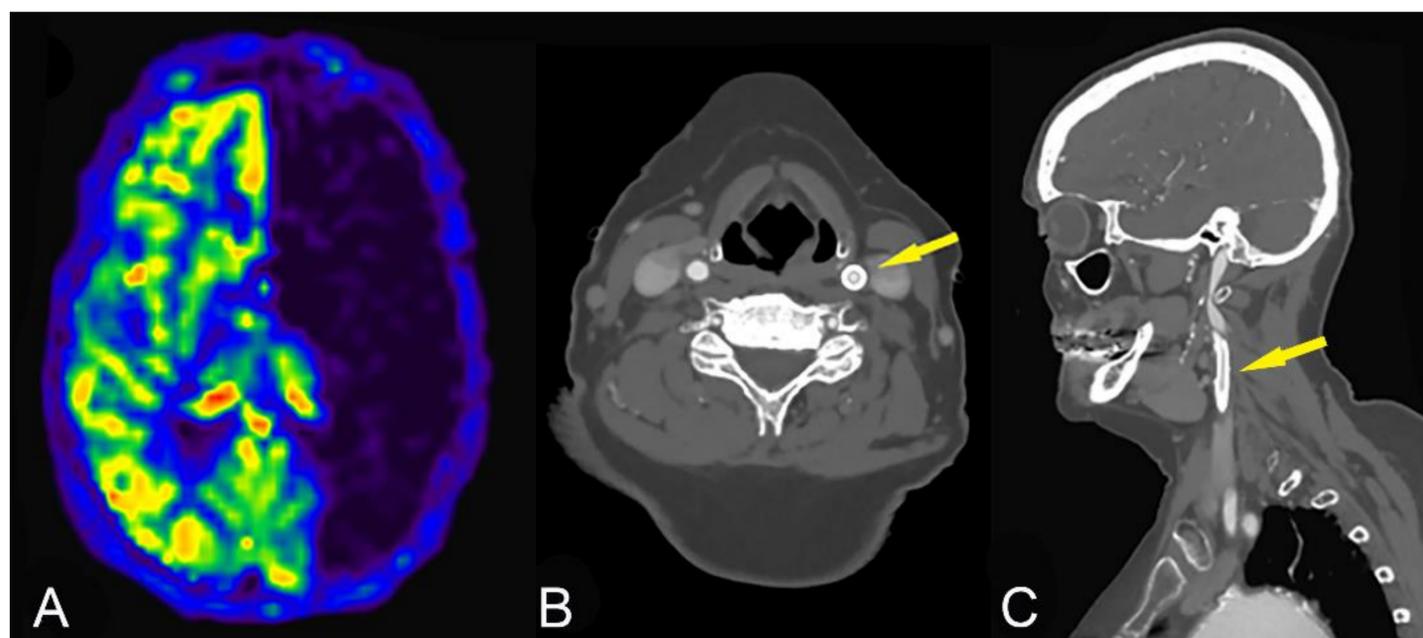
Mujer de 67 años que acudió por código ictus con clínica deficitaria hemisférica derecha, con estudio por TC y angiografía sin hallazgos correlacionables. Se decide completar con RM con secuencia ASL, la cual mostró una falsa hipoperfusión hemisférica izquierda (A). Este *pitfall* fue producido por un fallo en el marcaje, en este caso por la presencia de un stent metálico carotídeo izquierdo (B y C).
